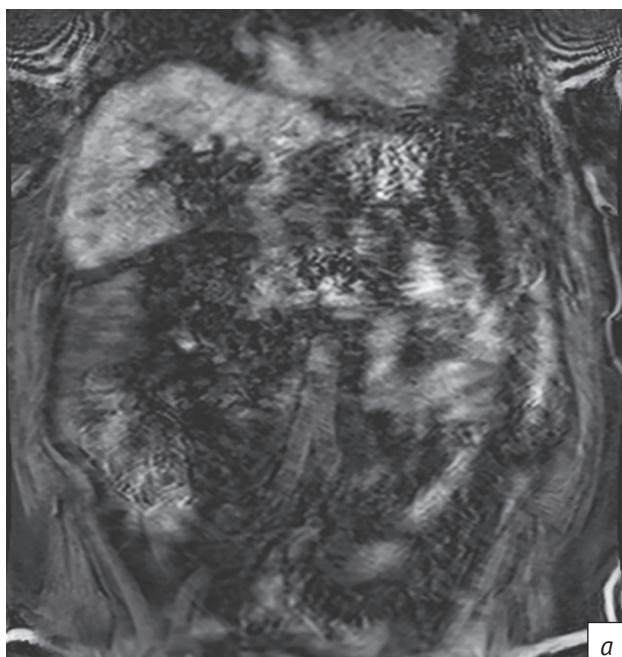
Пациентка К. МРТ брюшной полости, T1 FS в корональной проекции через 10 с после окончания контрастирования: а – КВ в дренаже и холедохе отсутствует; б – КВ в выходных отделах двенадцатиперстной кишки
